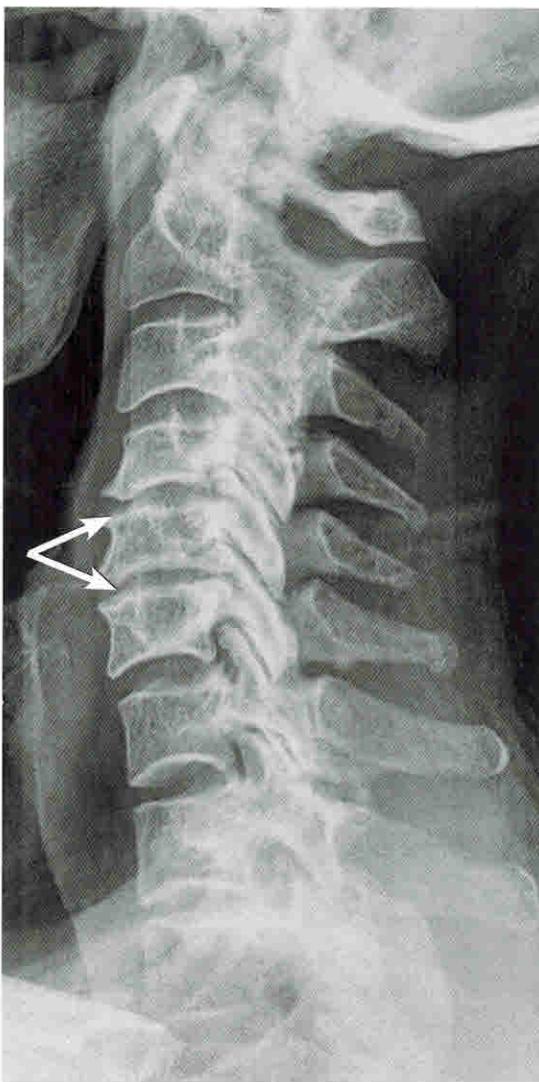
Дегенеративные изменения межпозвонковых дисков. Рентгенограмма в боковой проекции
